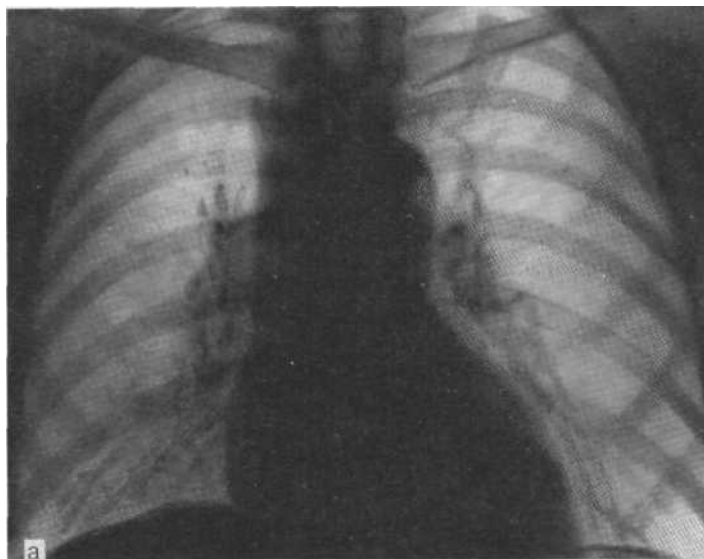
Обзорная рентгенограмма (а): некоторое расширение тени правого корня, справа плохо прослеживается промежуточный бронх. На томограмме с поперечным направлением размазывания (б), картина центрального раковой культи верхнедолевого бронха и резкое сужение просвета промежуточного бронха. Диагноз подтвержден с помощью биопсии.
